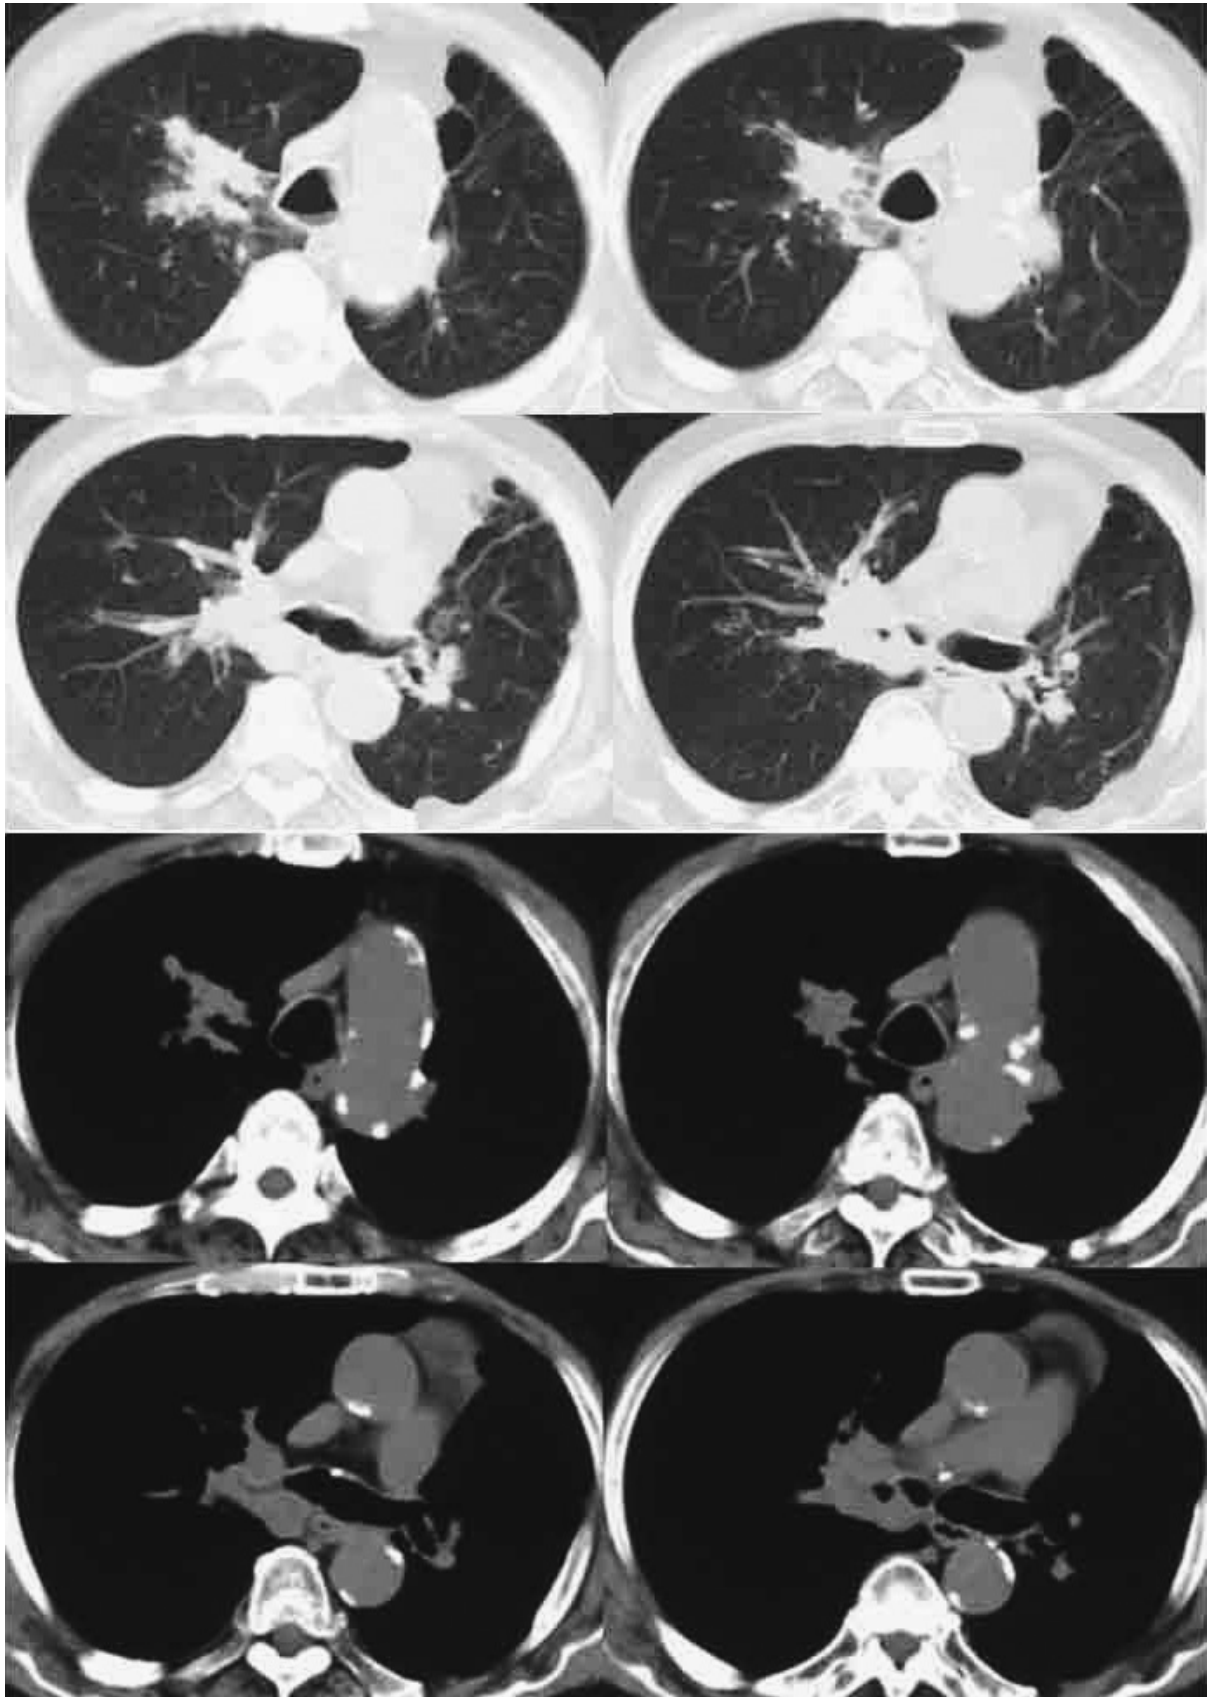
Chest CT shows stenosis of the right main bronchus and atelectasis of the right S¹.
